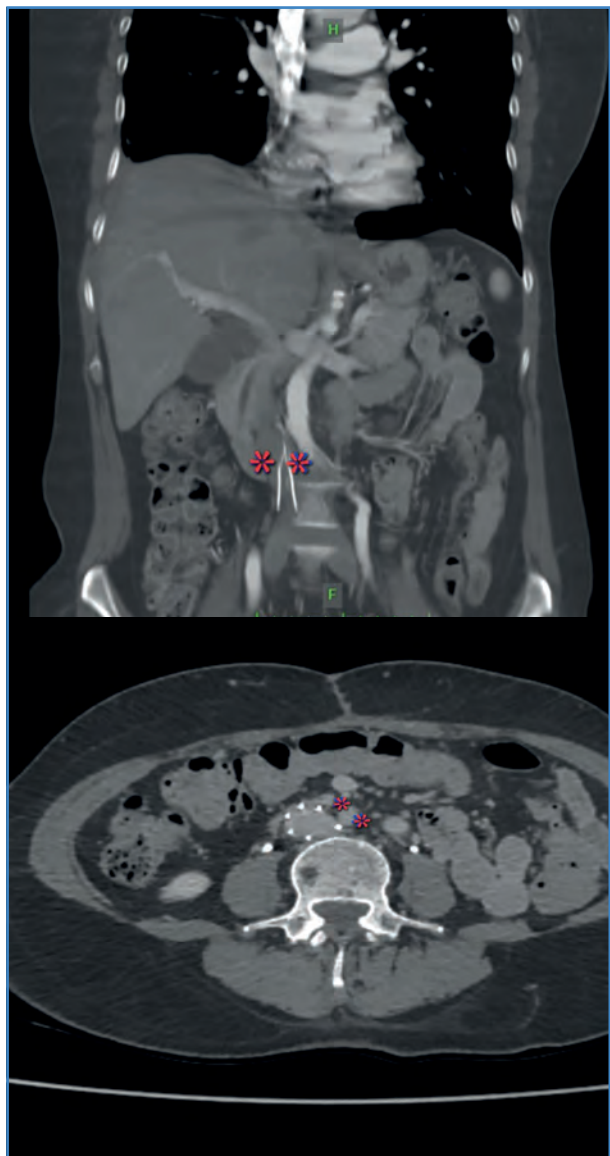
Angiotomografía abdominal. Se observan los segmentos proximal y distal del filtro fuera de los límites de la cava, próximos al segmento infrarrenal de la aorta.
